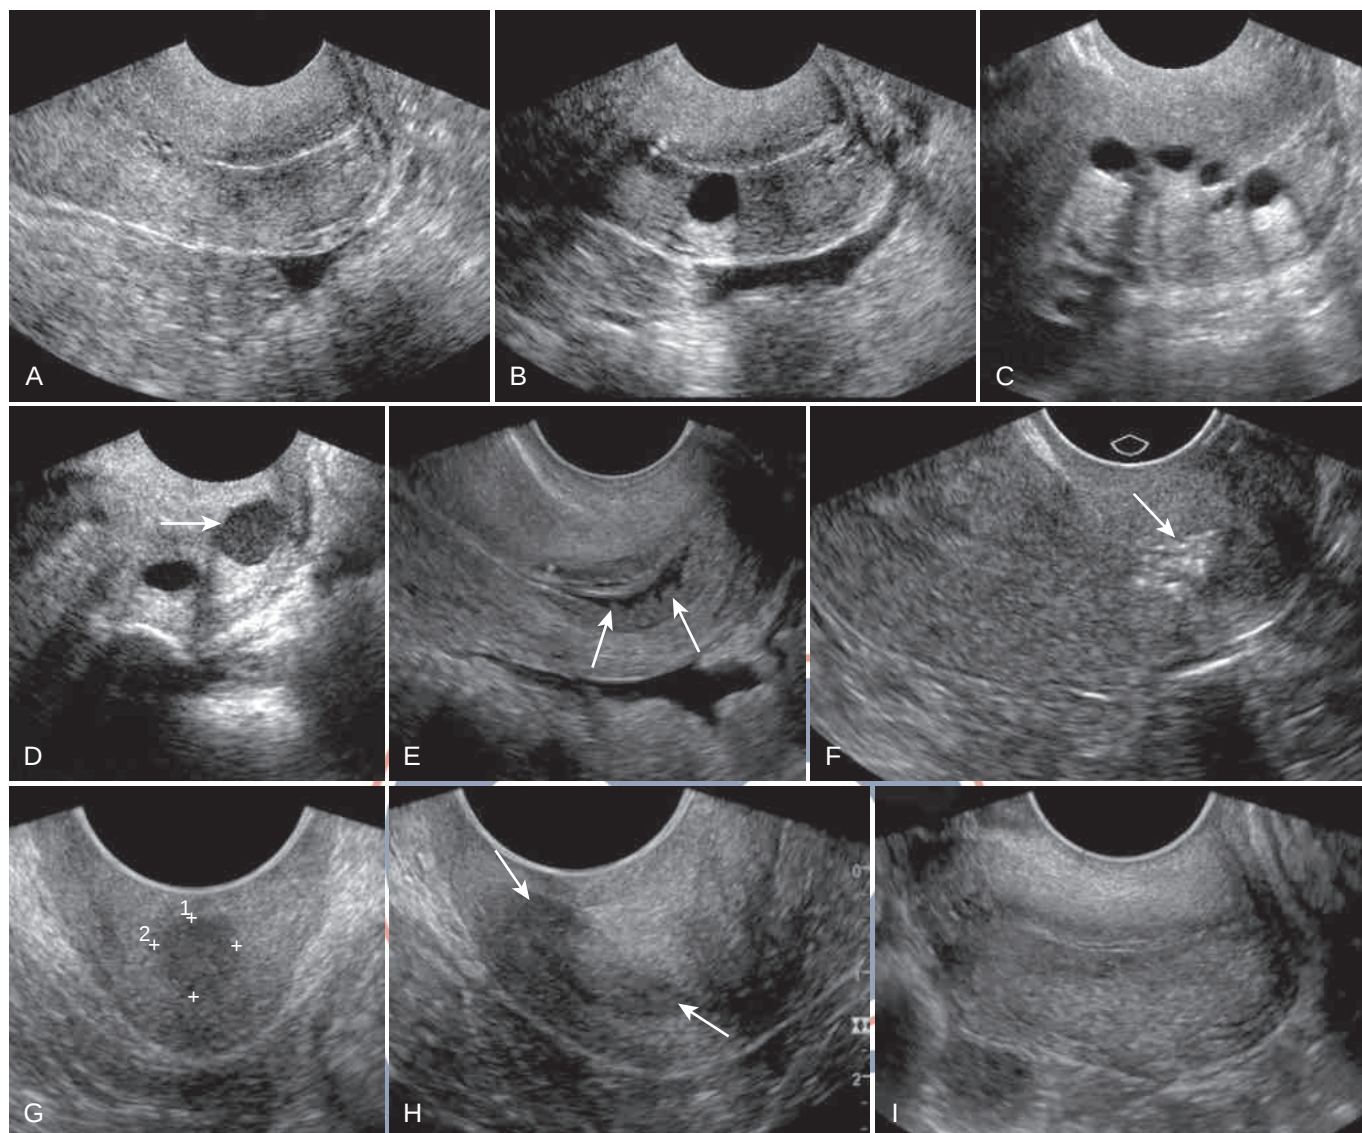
Hallazgos cervicales normales e insignificantes. Todas las imágenes son ecografías trans vaginales sagitales (TVS). (A) Cuello uterino normal. (B) Quiste de Naboth único. (C) Múltiples quistes de Naboth. (D) Quiste de Naboth con ecos internos (*flecha*), probablemente debido a material proteináceo o hemorragia. También hay un quiste de Naboth simple. (E) Pliegues endocervicales. Una pequeña cantidad de líquido en el canal endocervical ayuda a delinear algunas ondulaciones (dos de las cuales se indican con *flechas*), debidas a pliegues cervicales, también conocidos como *plicae palmatae*. Pueden verse con mayor facilidad cuando hay una pequeña cantidad de líquido en el canal endocervical, como en este caso. (E y F) Múltiples ecogenicidades punteadas en la región del orificio interno. Estas ecogenicidades punteadas (*flecha*) sin masa asociada no tienen ninguna consecuencia clínica. (G y H) Seudomasa cervical. (G) TVS transversal de cuello uterino muestra una zona hipoeoica central simulando una masa (*calibradores*). (H) TVS sagital en la misma paciente muestra la naturaleza lisa y alargada de la porción interna del cuello uterino (entre las *flechas*) en un útero retroflexionado. La porción interna del cuello uterino es, a veces, relativamente hipoeoica con respecto a la porción externa y puede simular una masa. (I) Histerectomía supracervical.
